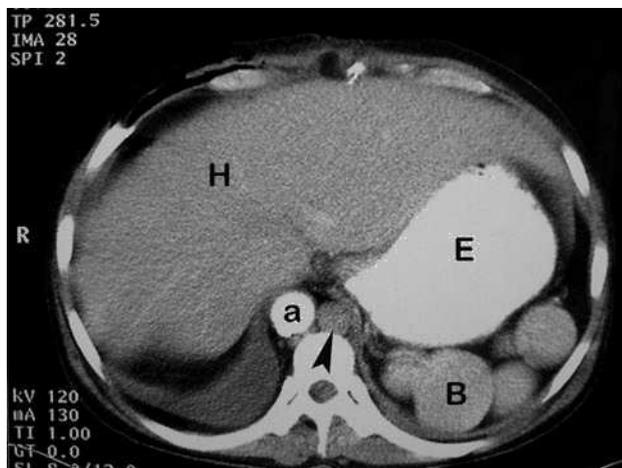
La tomografía computarizada abdominal muestra una aorta a la derecha (a), una vena ácigos agrandada (flecha), un hígado central (H) y un estómago en posición normal (E). Las estructuras redondas (B) son múltiples bazos.
